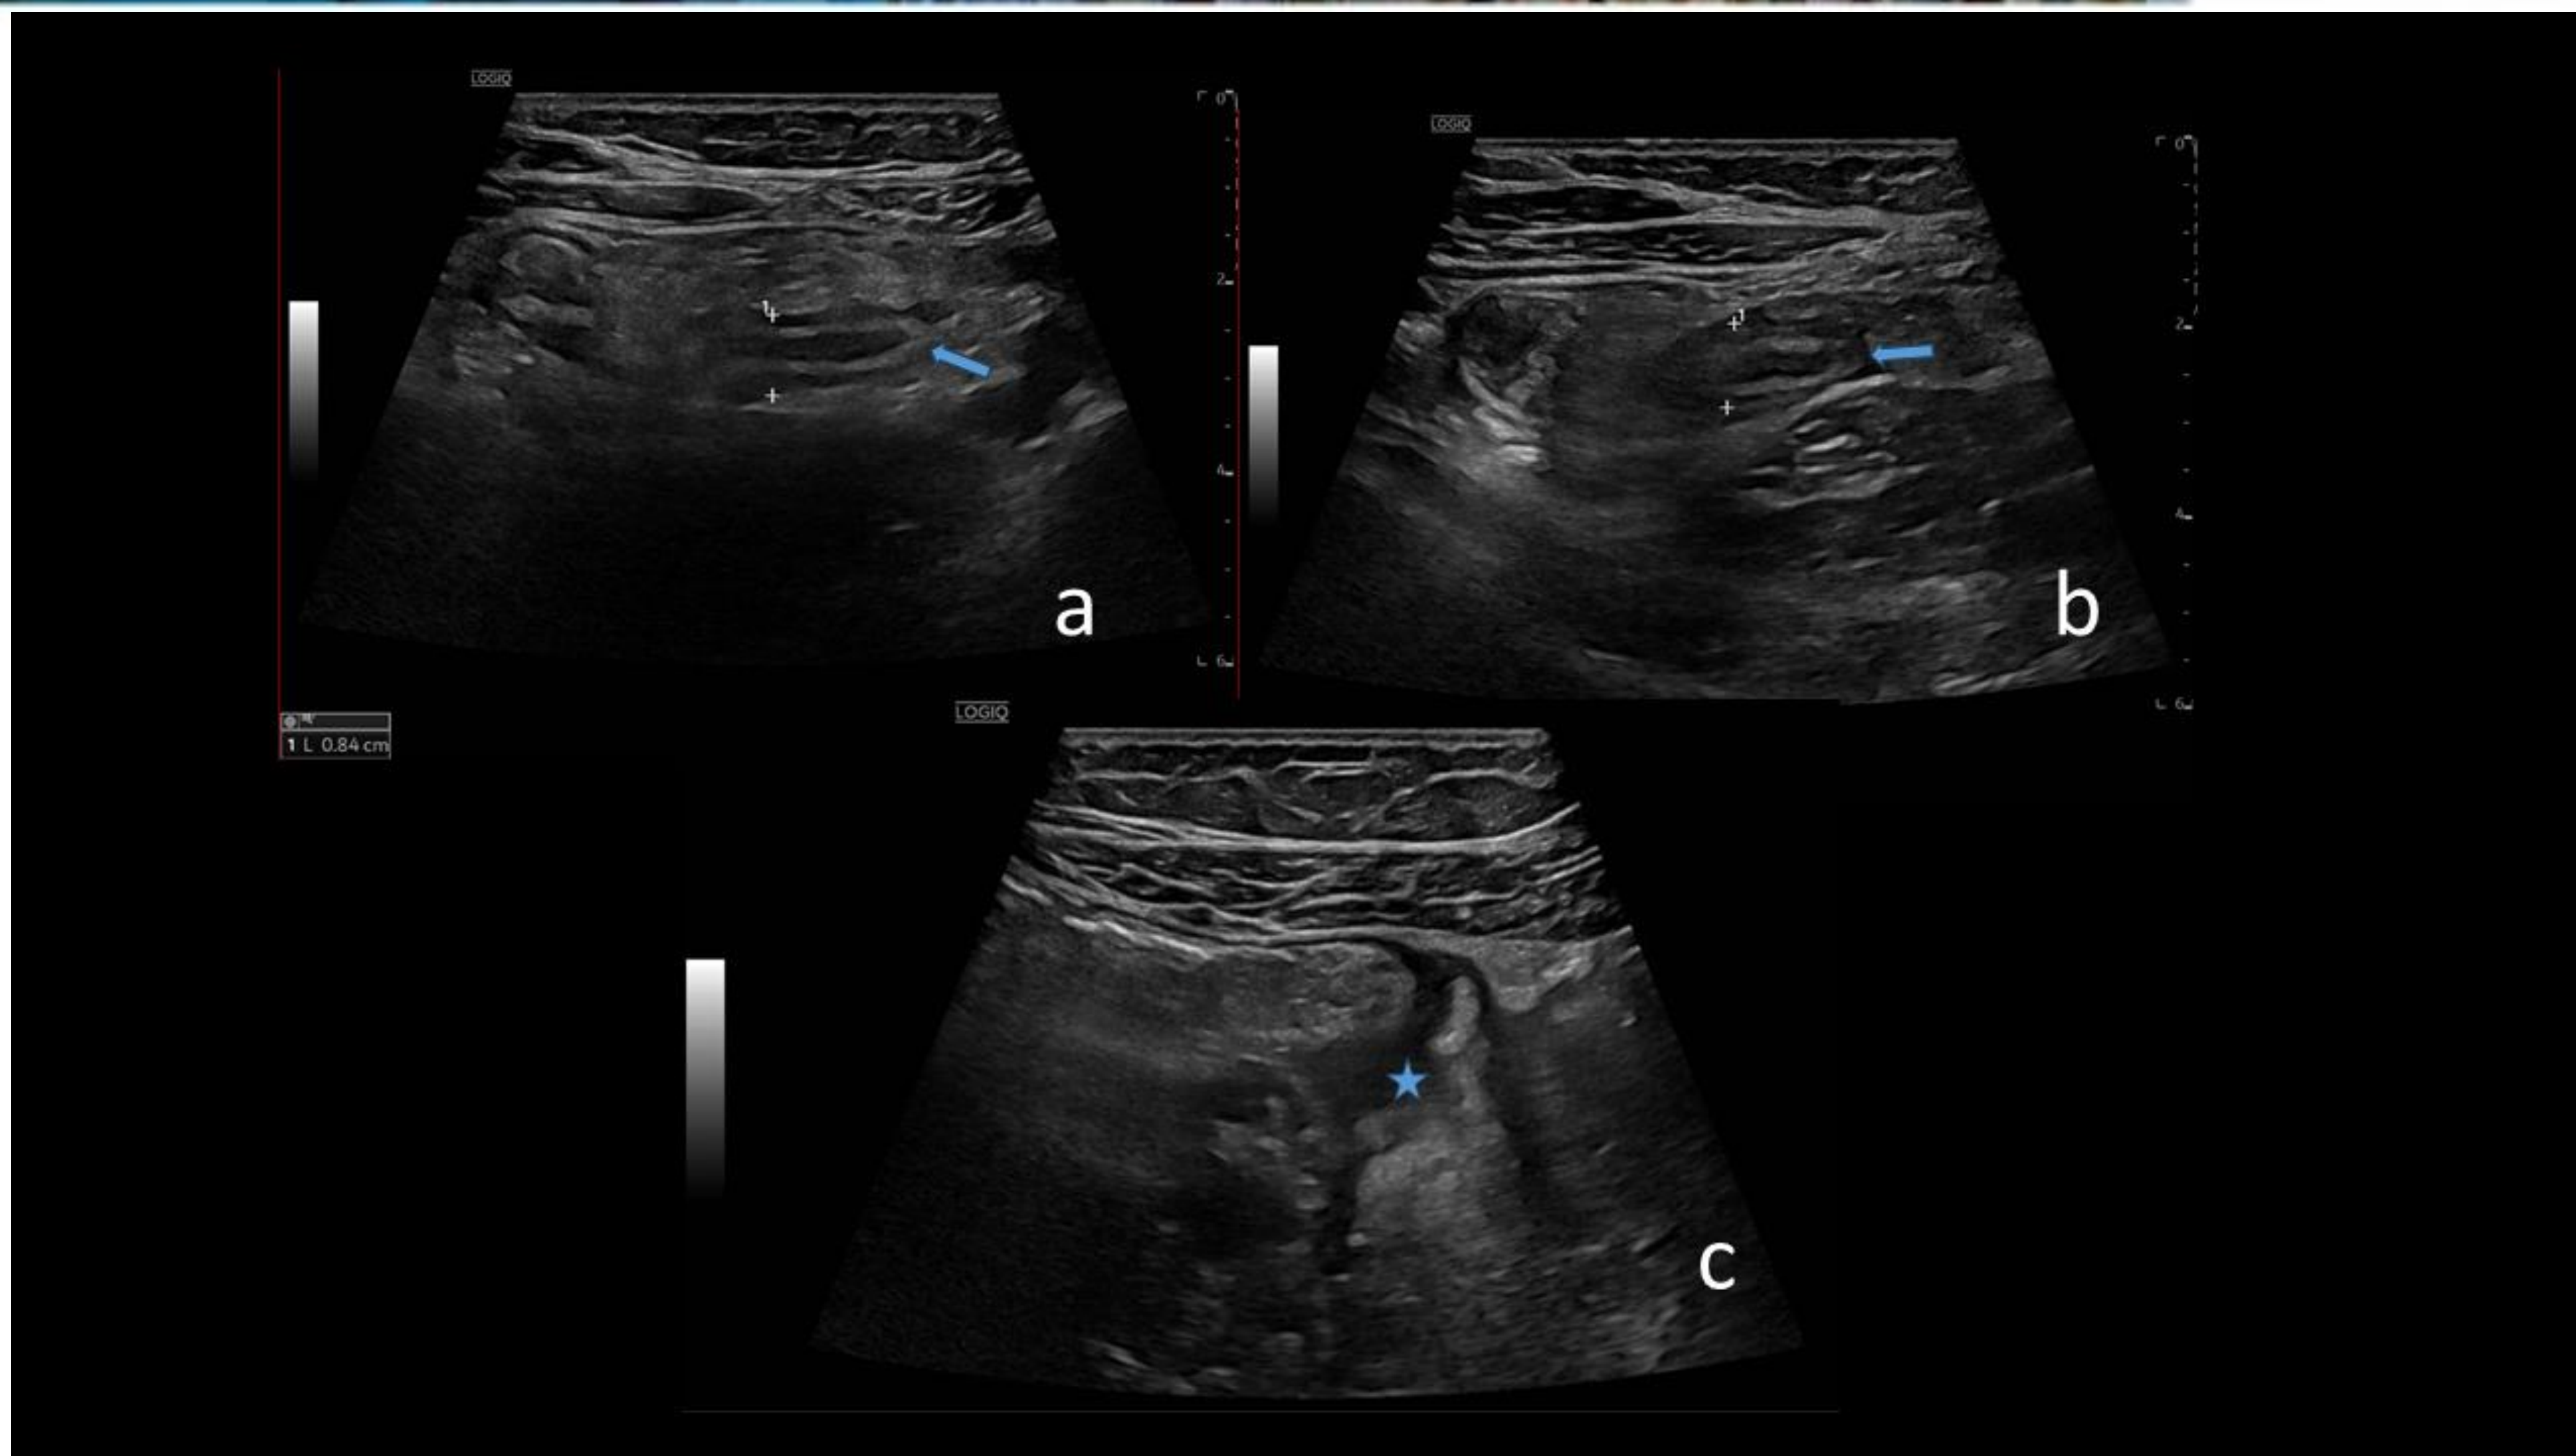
Paciente masculino de 58 años sin antecedentes y con clínica apendicular aguda. La ecografía revela un apéndice cecal engrosado y de paredes bien definidas (flechas azules), acompañado con líquido libre en pelvis (asterisco azul). Estudio informado como apendicitis aguda probablemente no complicada. Durante la cirugía se observa moderada cantidad de líquido purulento en pelvis, divertículos en sigma con signos inflamatorios y uno de ellos perforado. El apéndice cecal presenta cambios inflamatorios por contigüidad. *Servicio de Radiodiagnóstico, Hospital Universitario Príncipe de Asturias, Alcalá de Henares – Madrid, España, 2024.*
